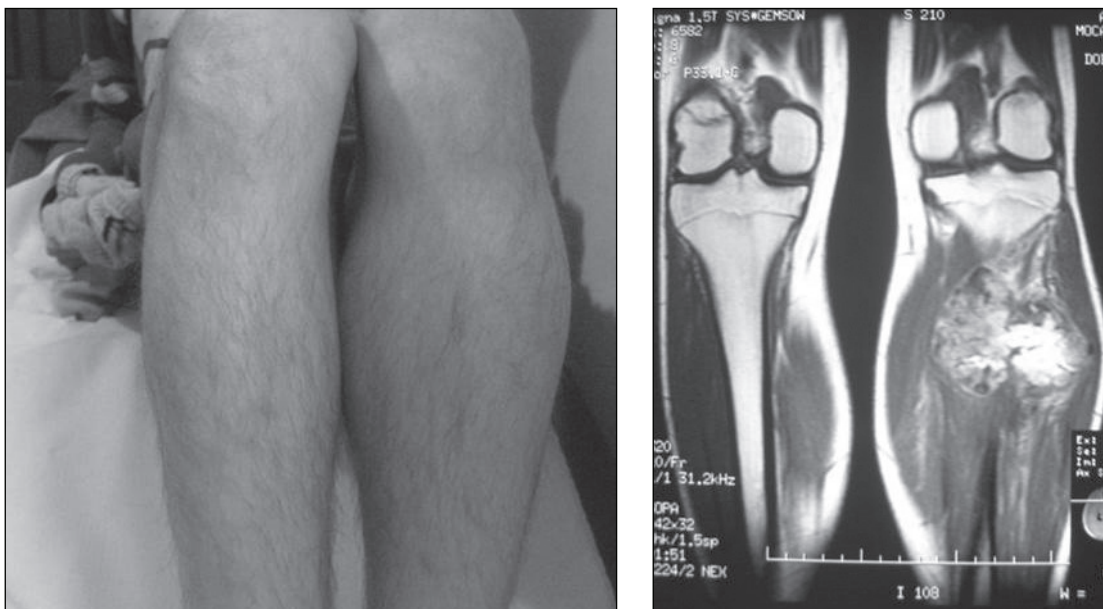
The swollen left calf of a 17-year-old boy that was initially attributed to a muscle injury during a basketball game. The final diagnosis was osteosarcoma of the fibula and was delayed for 3 months. a. Clinical picture. b. MRI
